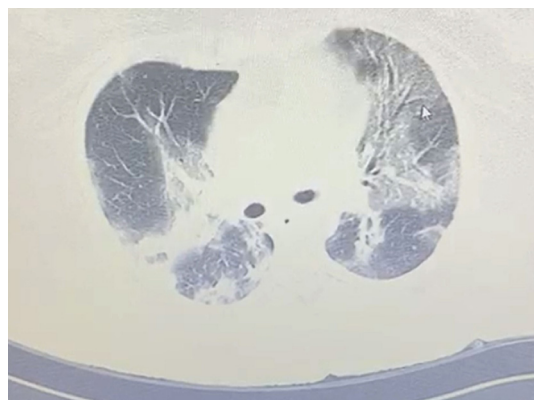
Bilateral pneumonia according to chest computer tomography.
